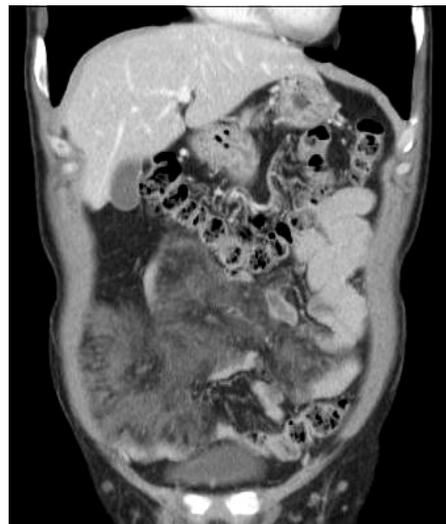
Follow up abdomen computed tomography performed 3 months later showed much regression of previously noted mass like lesion of the mesenteries.
